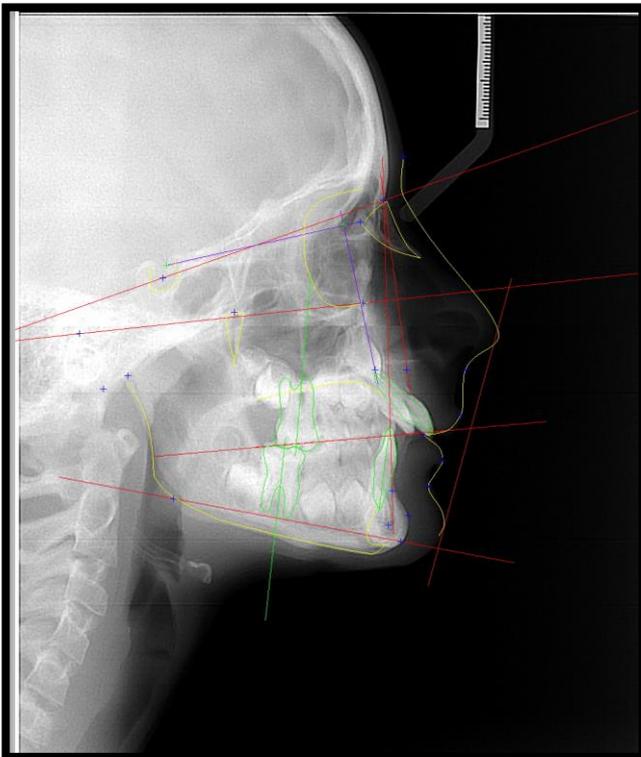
Téléradiographie de profil avant traitement ODF
